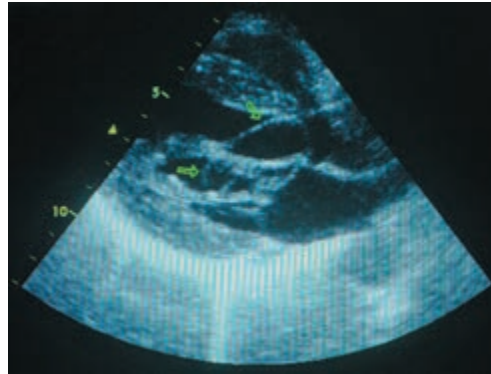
Трансторакальная эхокардиография (парастеральная позиция, длинная ось): на передней створке митрального клапана визуализируются округлые тонкостенные образования
